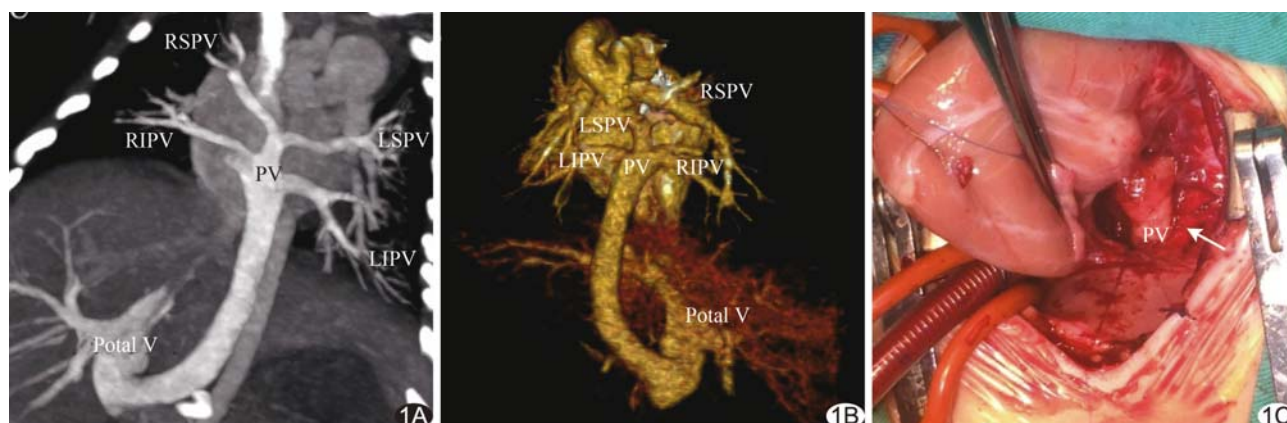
患儿男,5个月,A组,术后确诊完全性 APVC(心下型) A、B. MIP(A)、VR(B)图示左右侧 PVs 未汇入 LA,向下形成共同肺静脉干后,垂直穿过膈肌汇入门静脉,回流通路未见梗阻; C. 术中大体观,与术前 CT 显示一致(箭头共同肺静脉干) (RSPV:右上肺静脉;RIPV:右下肺静脉;LSPV:左上肺静脉;LIPV:左下肺静脉;Potal V:门静脉;PV:肺静脉)
